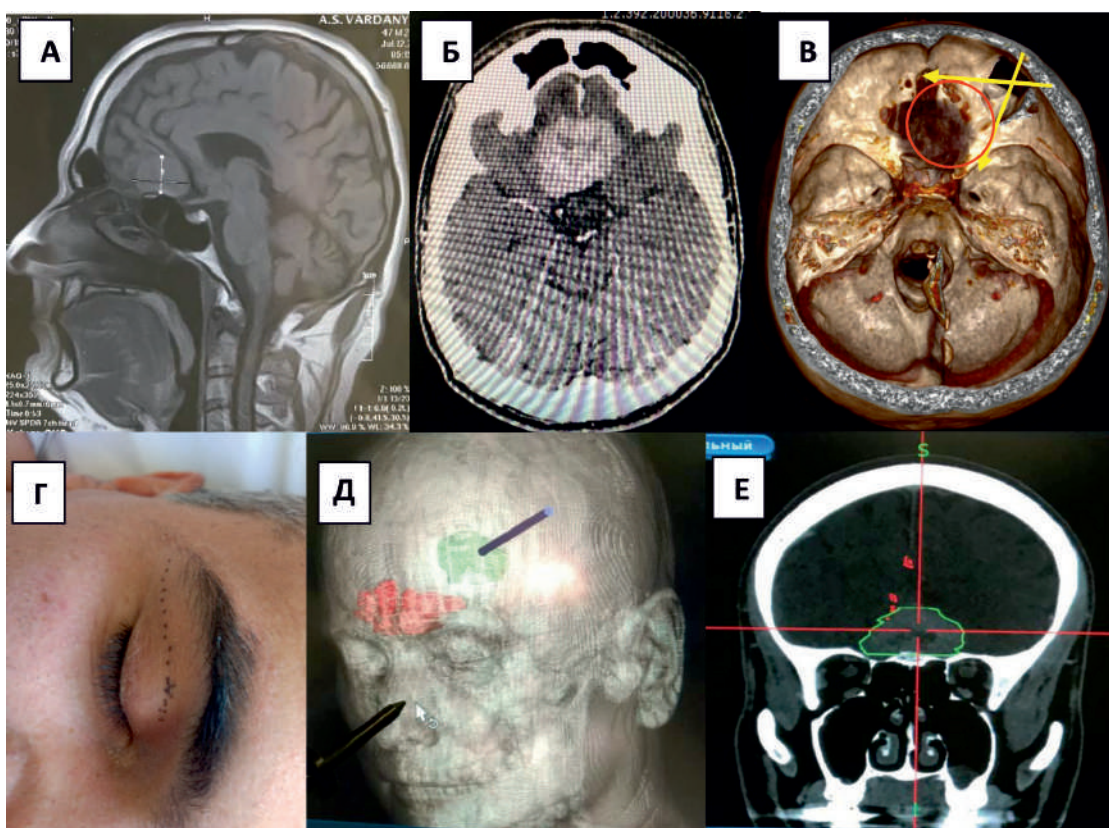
Предоперационное планирование использования ТПД. А, Б. МРТ и КТ головного мозга: объемное новообразование ПЧЯ. В. Виртуальная краниотомия. Оценка возможности резекции опухоли через ТПД. Г. Планирование кожного разреза по естественной складке верхнего века. Д, Е. Интраоперационное использование нейронавигации для оценки границ лобных пазух
